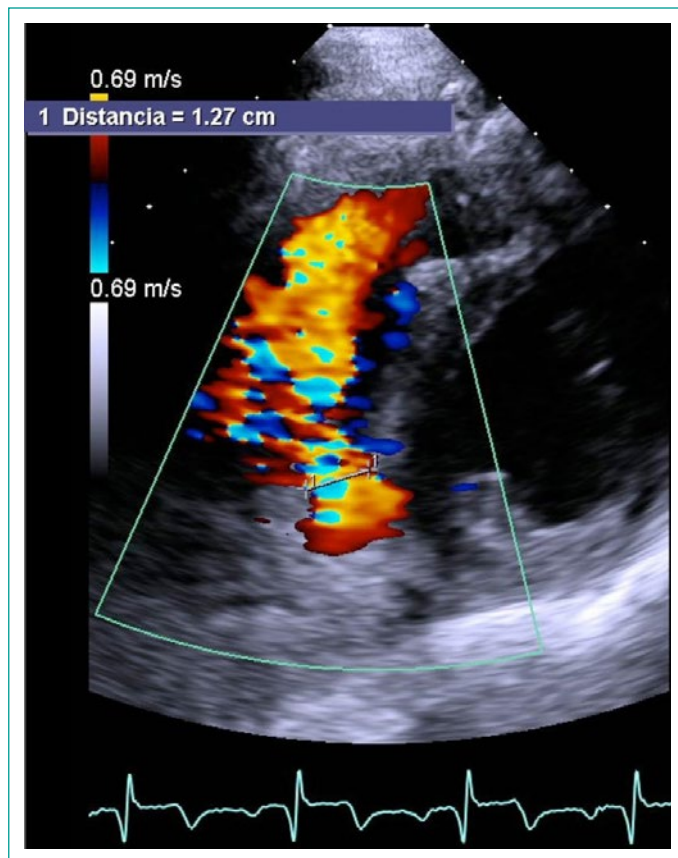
Ecocardiograma transtorácico con ventana paraesternal eje corto donde se observa ruptura de septum de 12.7 mm de longitud localizado a nivel inferoseptal e inferior creando neocavidad a ventrículo derecho (flecha).
